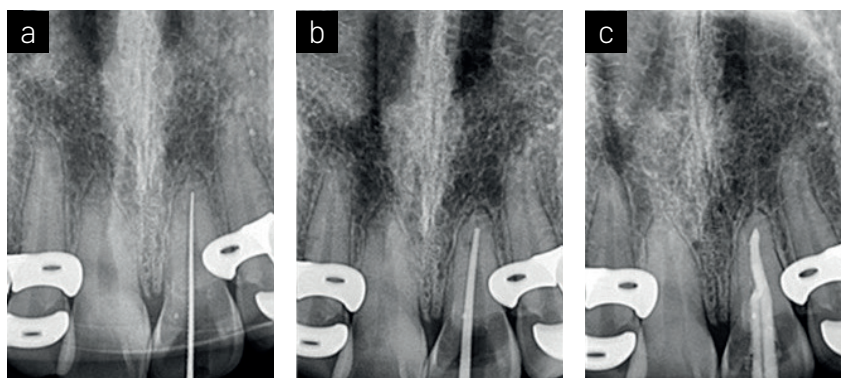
Preparación biomecánica. a) Radiografía de conductometría con lima K#15 a 19mm de longitud de trabajo. b) Radiografía de conometría. c) Radiografía final.
